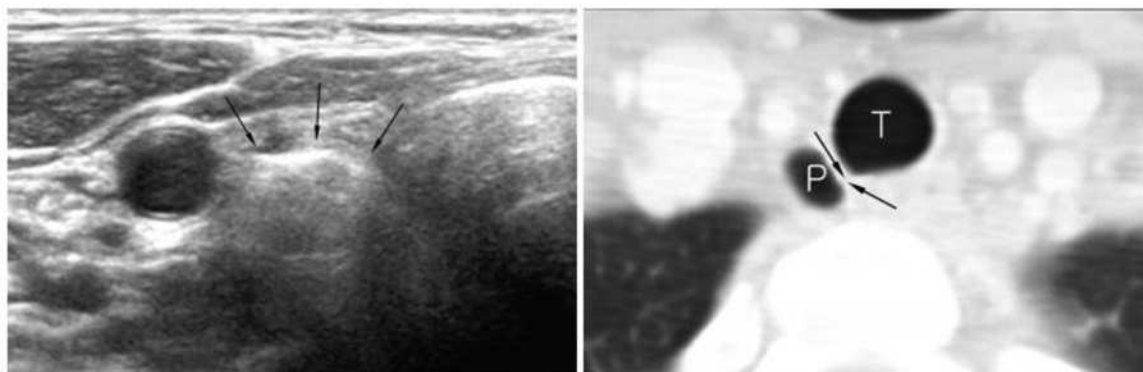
Right paratracheal air cyst in 47-year-old woman. Screening ultrasonography revealed echogenic mass (arrows) suggestive of air-containing mass in right paratracheal region. Neck CT scan was performed and confirmed presence of right paratracheal air cyst with slit-like communicating channel (arrows). P = paratracheal air cyst, T = trachea
